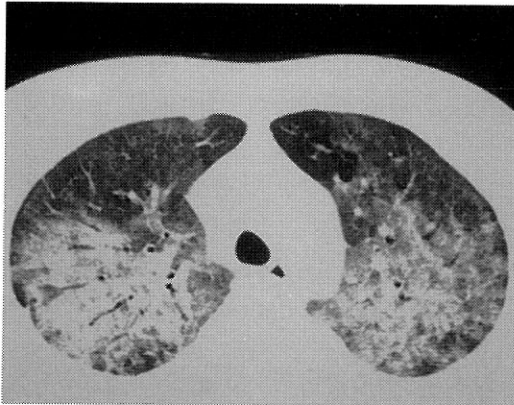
Chest HRCT scan shows bilateral symmetric ground glass opacities and consolidations with multiple air bronchogram on the central and posterior portion of both lung fields.
